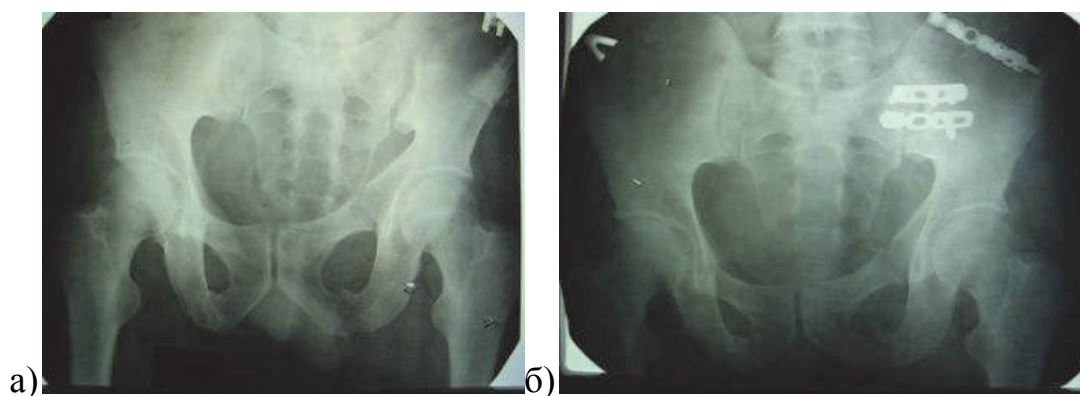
а) фотокопія рентгенограми кісток таза хворої Р., 51 рік, історія хвороби № 102216 при поступленні; б) фотокопія рентгенограми хворої Р., після МОС перелому кісток таза з реконструктивними пластинами з клубово-пахового доступу
